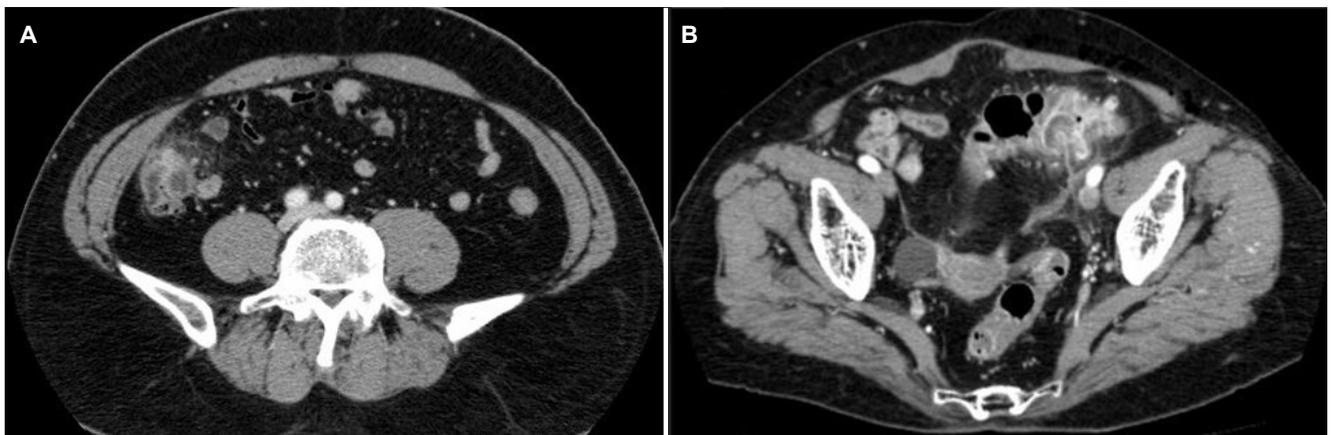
Abdominal-pelvic computed tomography (CT) findings. (A) Acute right-sided diverticulitis. The axial CT scan shows wall thickening of the ascending colon with a pericolic infiltration. (B) Acute left-sided diverticulitis. The axial CT scan shows marked enhanced wall thickening of the sigmoid colon with inflamed diverticula. Pericolic infiltration and minimal fluid collection are also noted.
